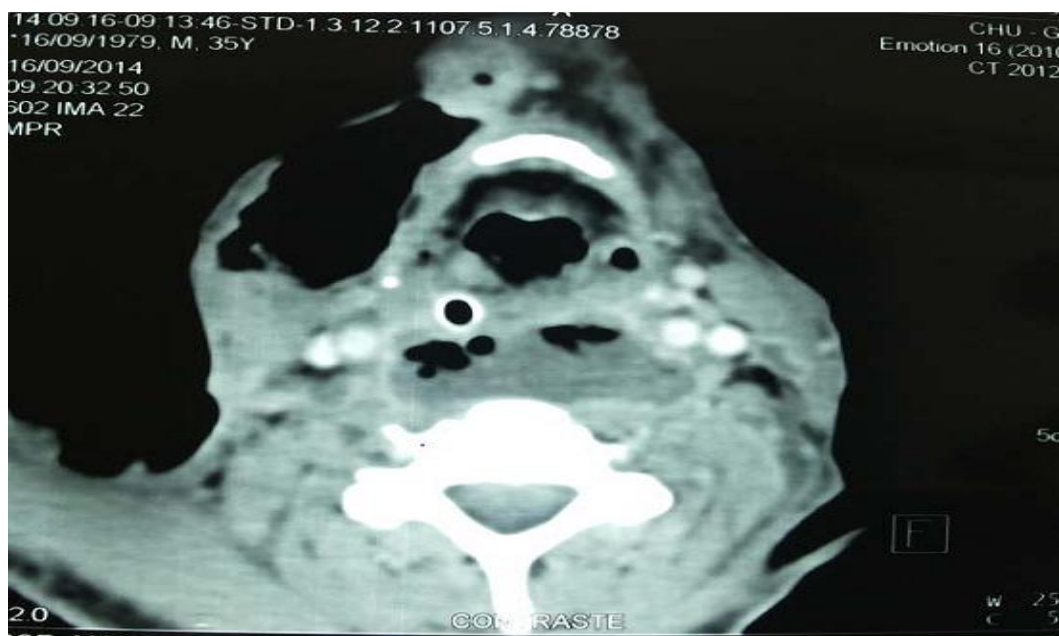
TDM Cervicale avec injection du produit de contraste iodé, en coupe axiale passant par C4, objectivant une collection hypodense retro-pharyngé
